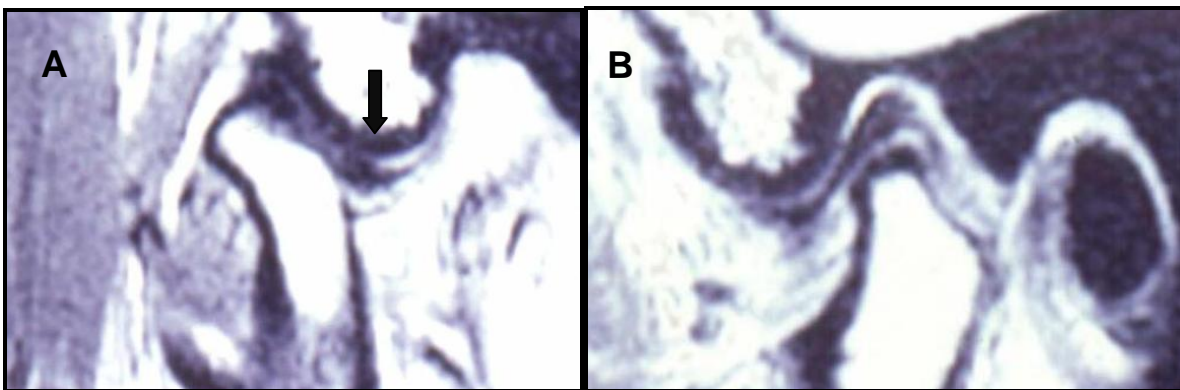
IRM da ATM, no plano parassagital, com a boca aberta (A) e fechada (B), demonstrando hiper mobilidade ATM. Seta mostra o limite de abertura de abertura de boca.
